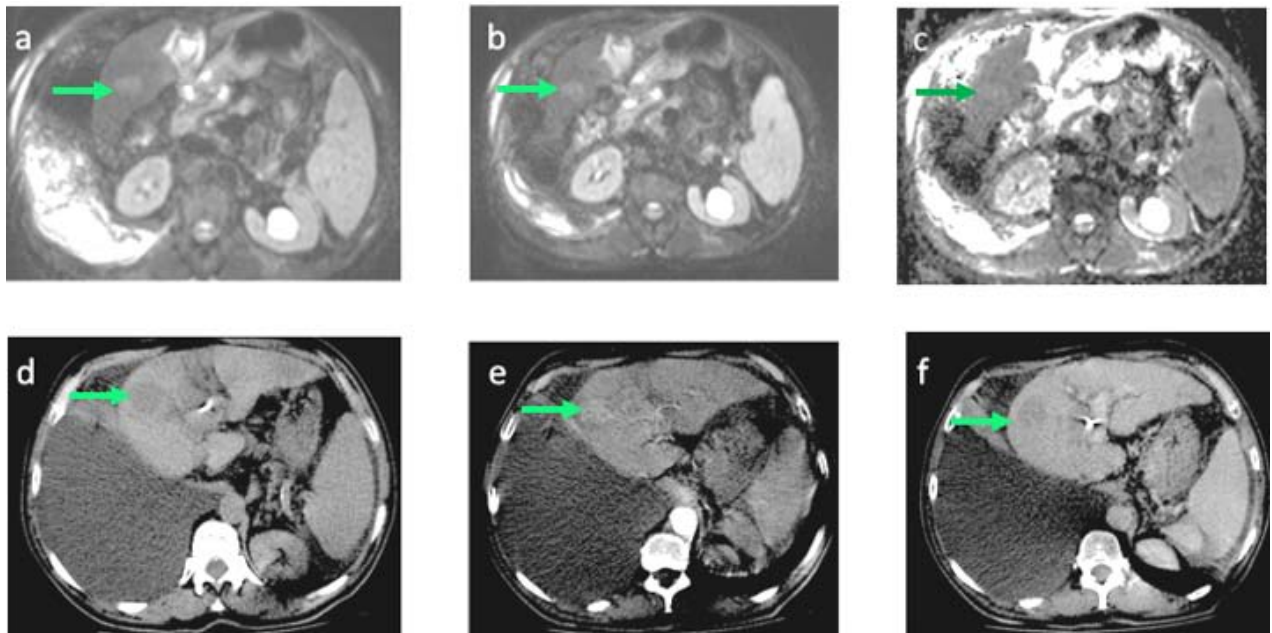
Contrôle IRM à 3 mois d'intervalle après chimioembolisation lipiodolée en séquence T2(a), Diffusion (b) ADC (c), en séquence T1 sans injection du PDC (d), en séquence T1 après injection du gadolinium au temps artériel (e) et au temps portal (f) montrant les lésions en hyper signal T1, en iso signal T2 et hyper signal diffusion avec discrète restriction de l'ADC, et faiblement rehaussée après injection du PDC, témoignant d'une réponse partielle selon les critères m-RECIST.
